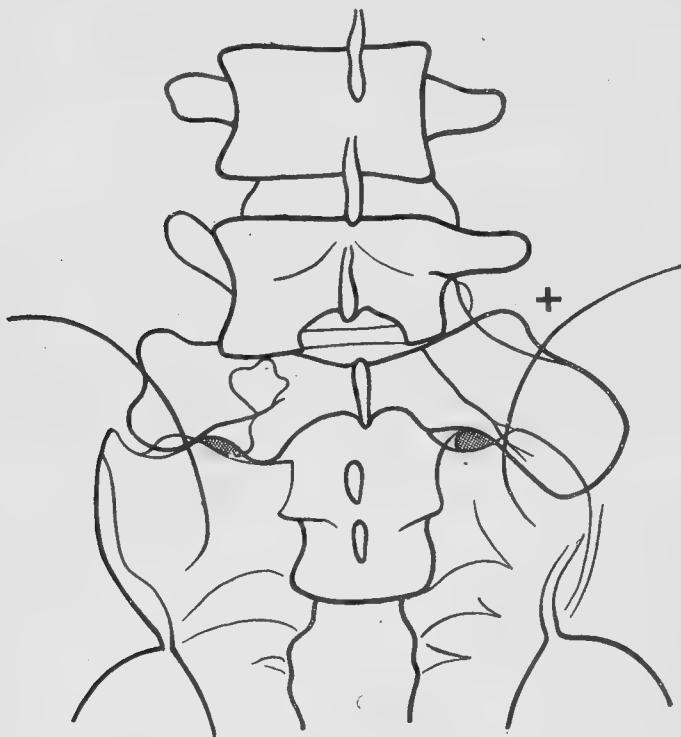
Radiographie avant l'opération.
